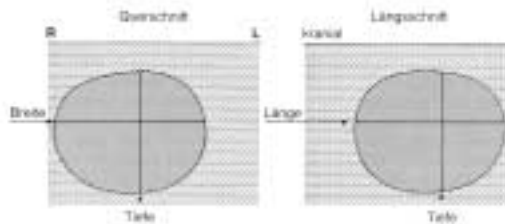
Sonographische Restharnbestimmung –
